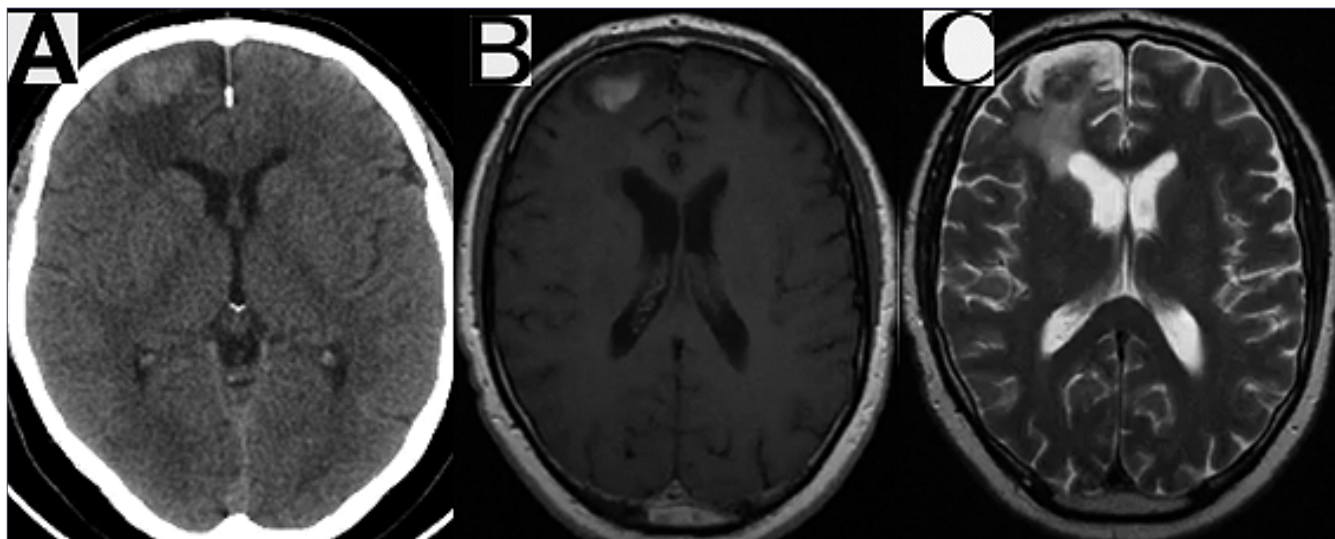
Estudio imagenológico preoperatorio. A: TC sin contraste: Leve hiperdensidad espontánea frontal derecha con hipodensidad circundante; B: RM T1 con gadolinio: Captación de contraste parcial de forma heterogénea; C: RM T2: Lesión expansiva hipointensa con hiperintensidad perilesional.
